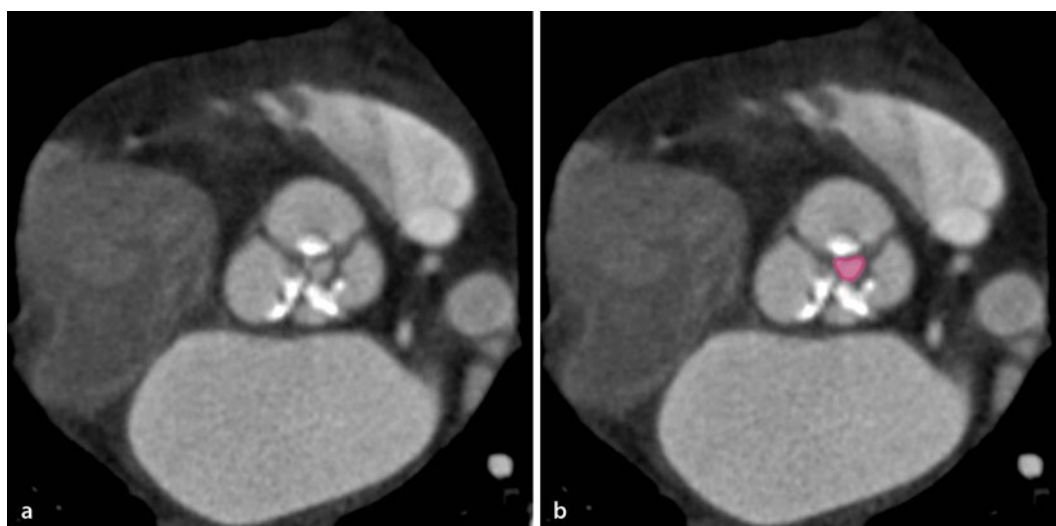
◀ a, b CTA-Datensatz mit Rekonstruktion in mittlerer Diastole. a Die Aortenklappe schließt unvollständig. b Die planimetrische Messung der Regurgitationsfläche (ROA, rote ROI) ergibt einen Wert von 0,22 cm², was für eine leichte Aorteninsuffizienz spricht. CTA CT-Angiographie, ROI „region of interest“
